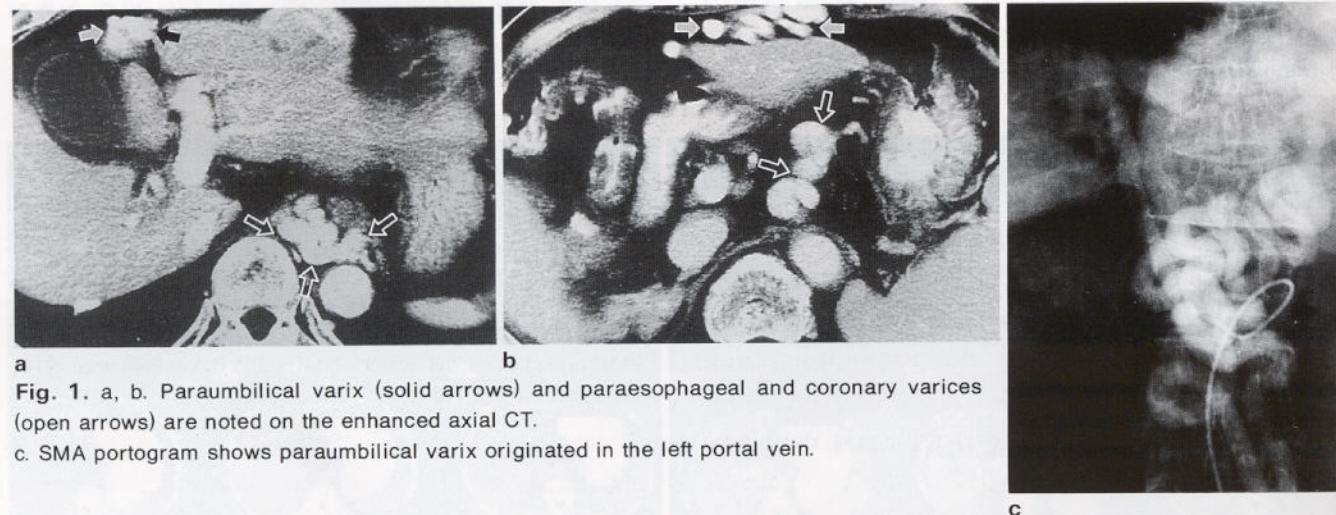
a, b. Paraumbilical varix (solid arrows) and paraesophageal and coronary varices (open arrows) are noted on the enhanced axial CT.
